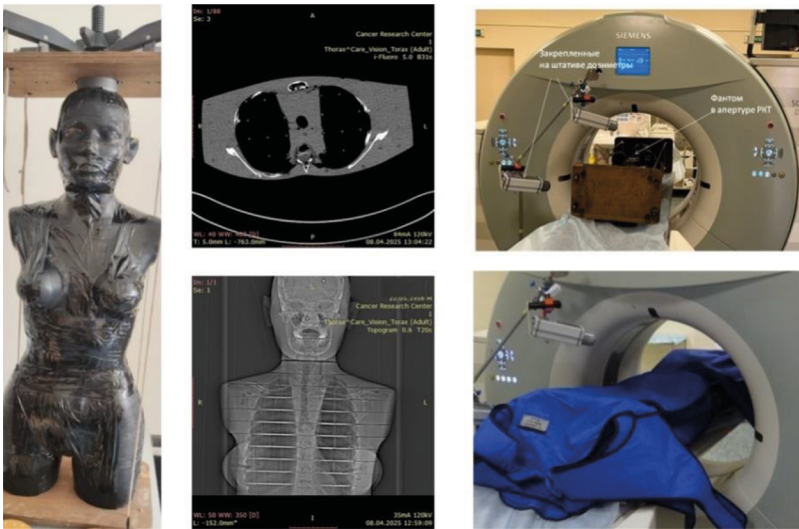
Внешний вид фантома AldersonRando. Томограммы фантома. Фантом в проеме гантри без дополнительной защиты, с защитой (фартуком) и расположенные на штативе дозиметры RadiaScan-801M и ДКС-АТ1123
